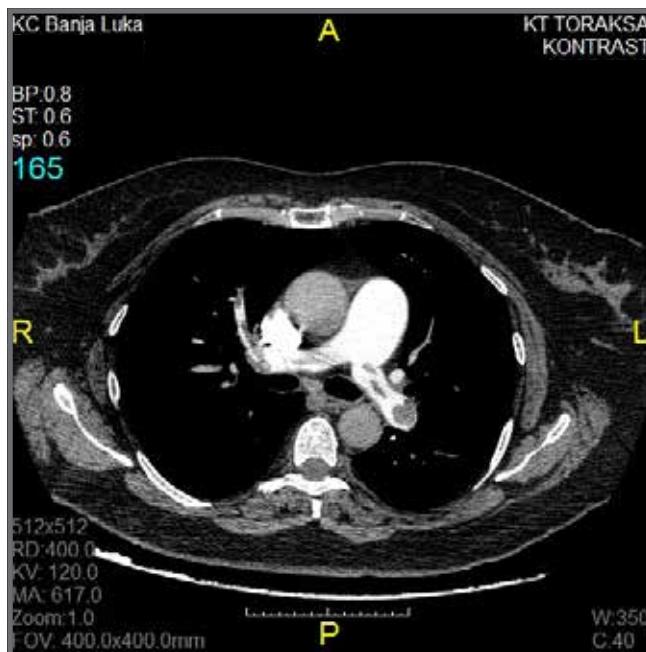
CT pulmonary angiography showing the presence of the emboli in both the left and right main pulmonary arteries
